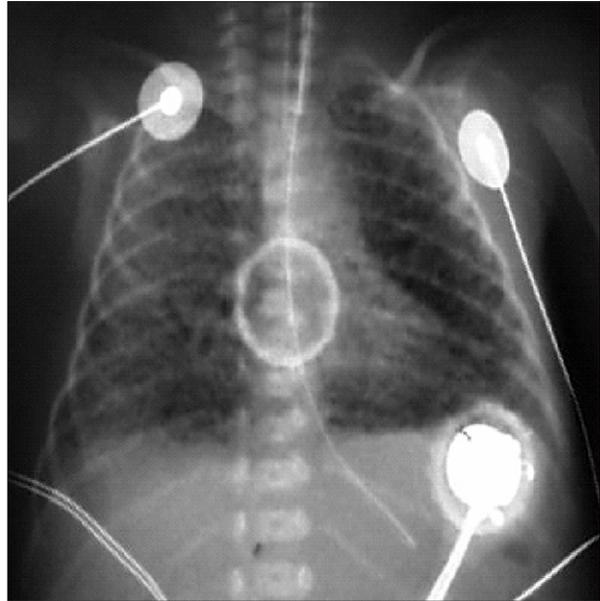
Caso 1. Radiografía de tórax que muestra enfisema intersticial asimétrico y sobredistensión pulmonar.
